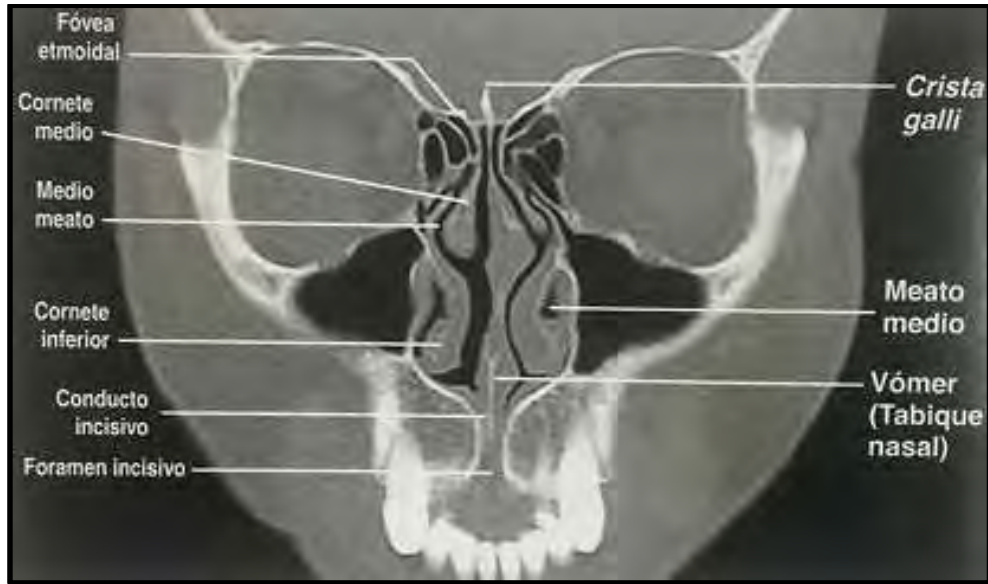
Se observan con una TC las estructuras y orificios de drenaje del seno maxilar.¹¹
